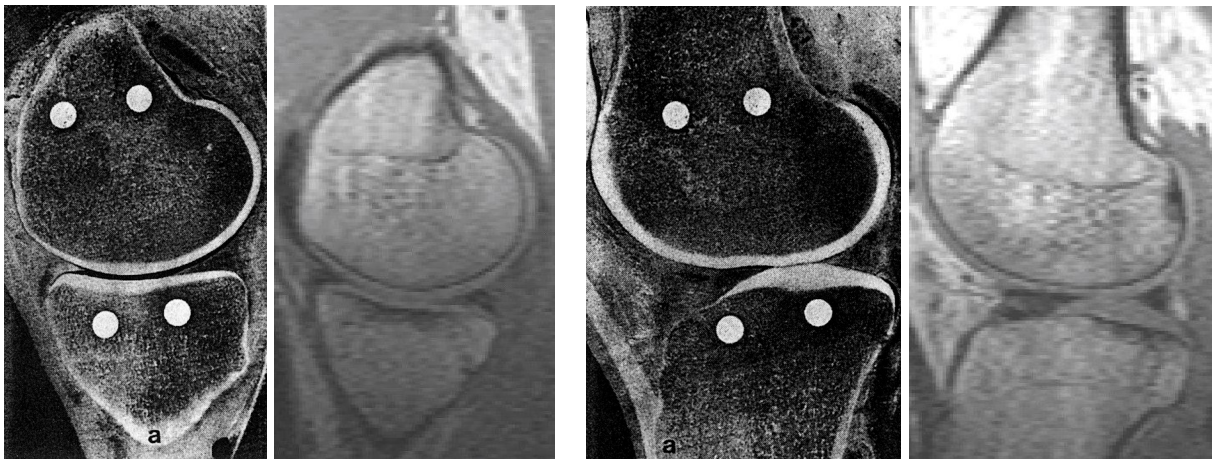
Konkave Krümmung des medialen Tibiaplateaus im Sägeschnitt und MRT
